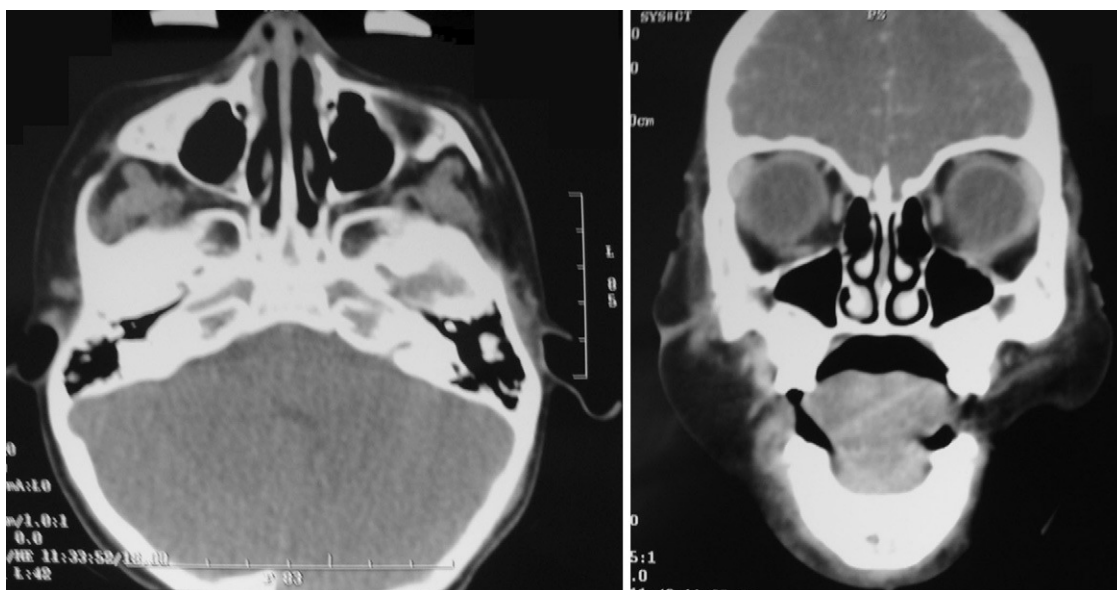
TAC de control a los 18 meses postoperatorio. Se aprecia la regeneración ósea del hueso malar, del arco cigomático y del piso de la órbita.
